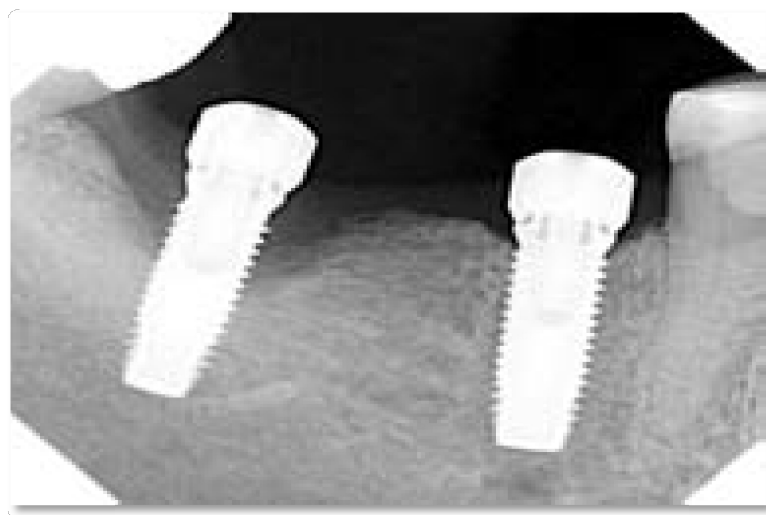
Рентгенологічні ознаки періімплантиту
